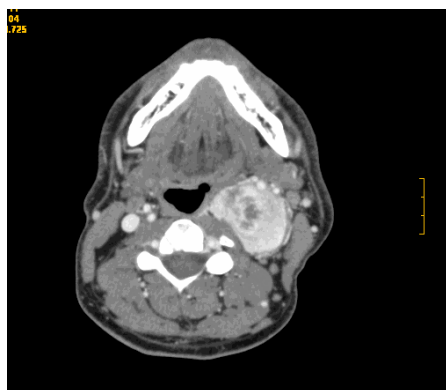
Lesión hipervascular del espacio carotídeo. Estudio realizado con TC con contraste.
